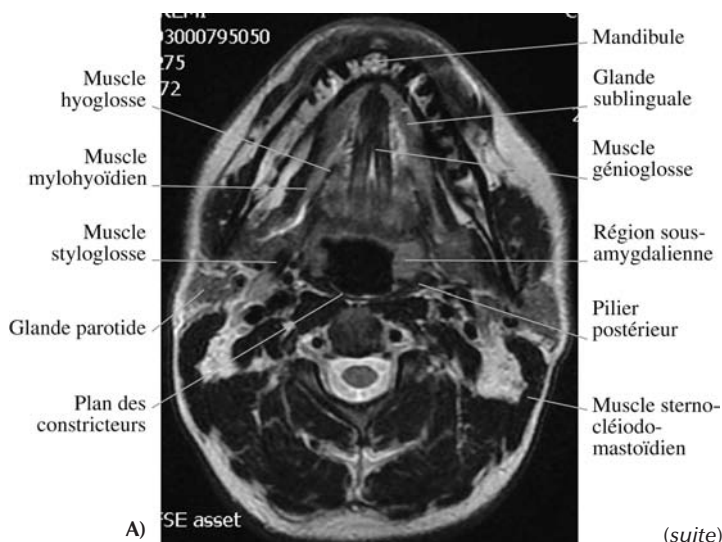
A) IRM, coupe axiale en séquence T2 passant par la base de langue.
